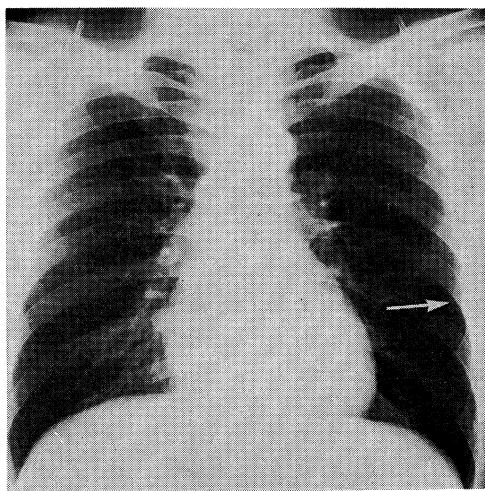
Chest X-ray film of the patient, revealing the fracture of left sixth rib(→).
